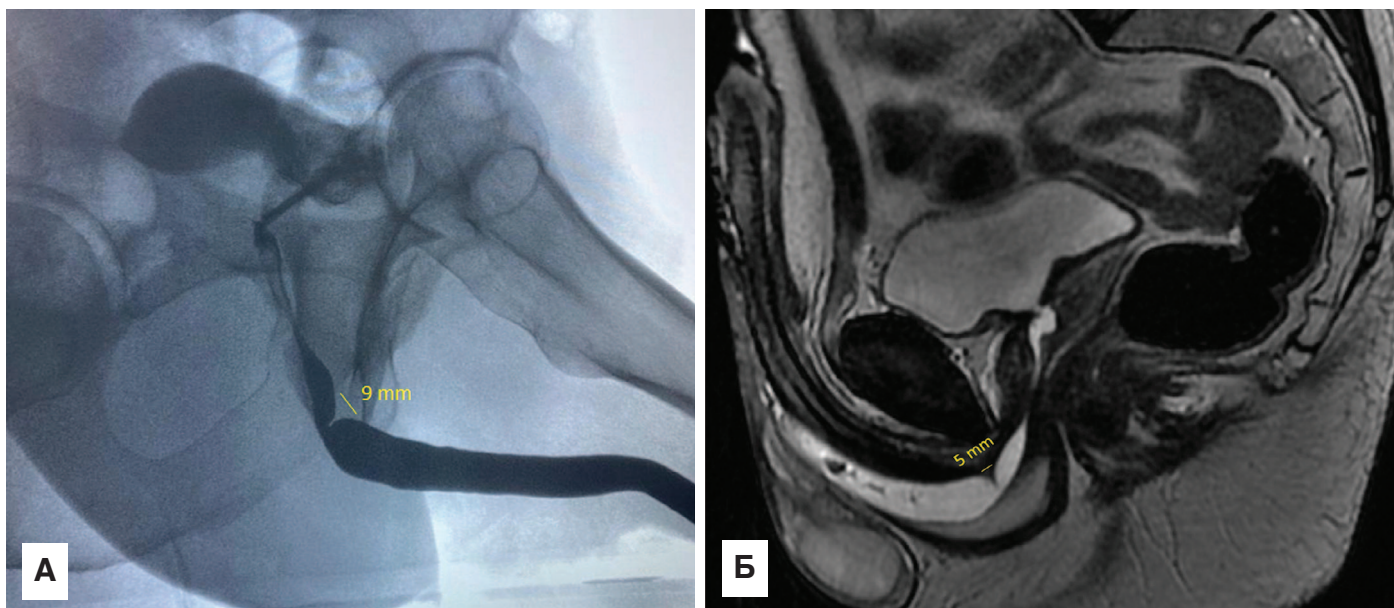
Стриктура бульбозной уретры <1 см без спонгиоза: А – РУГ; Б – МРТ
